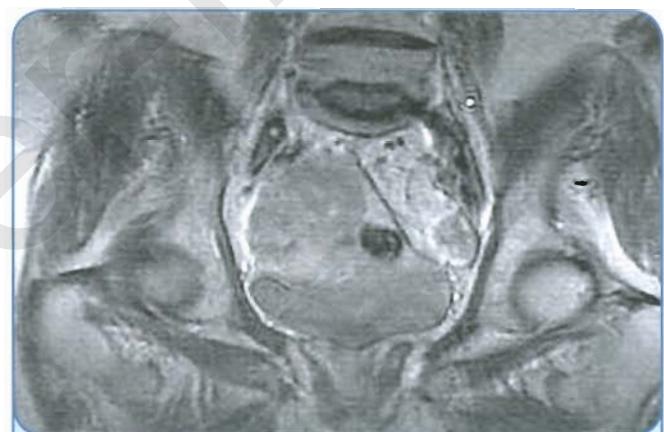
МРТ. Рак эндометрия
